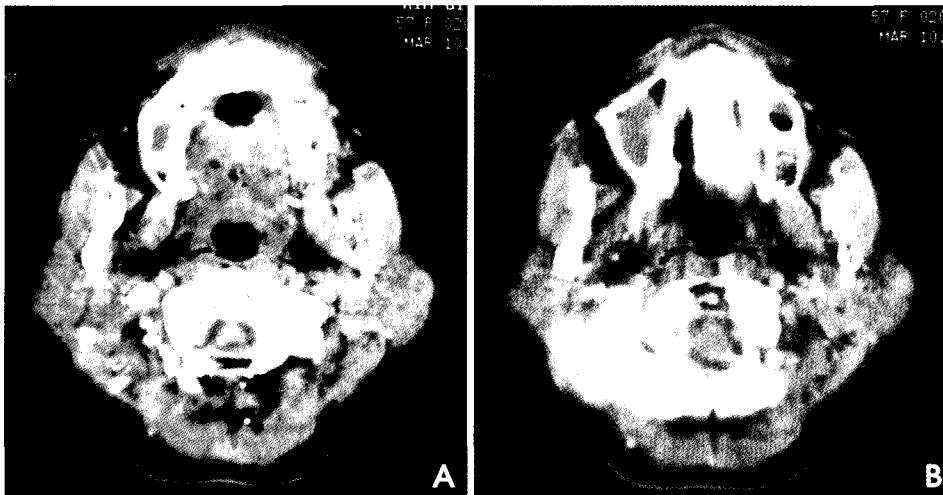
A, B. Axial CT scans show larger, slightly more dense parotid glands than normal. Bilateral parotid enlargement with numeric areas of low attenuation. And discrete mass within left parotid gland can be seen.
